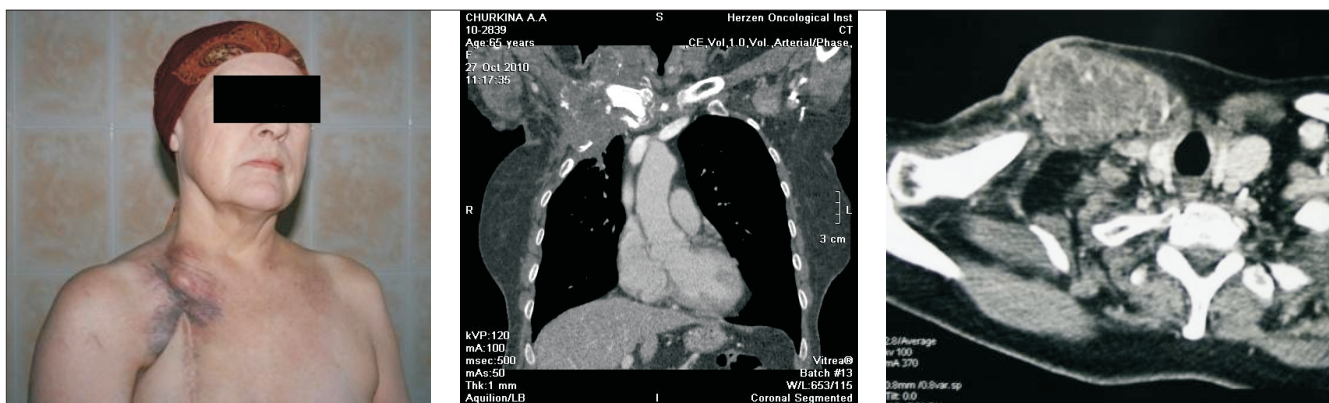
Внешний вид и КТ-граммы пораженной области
